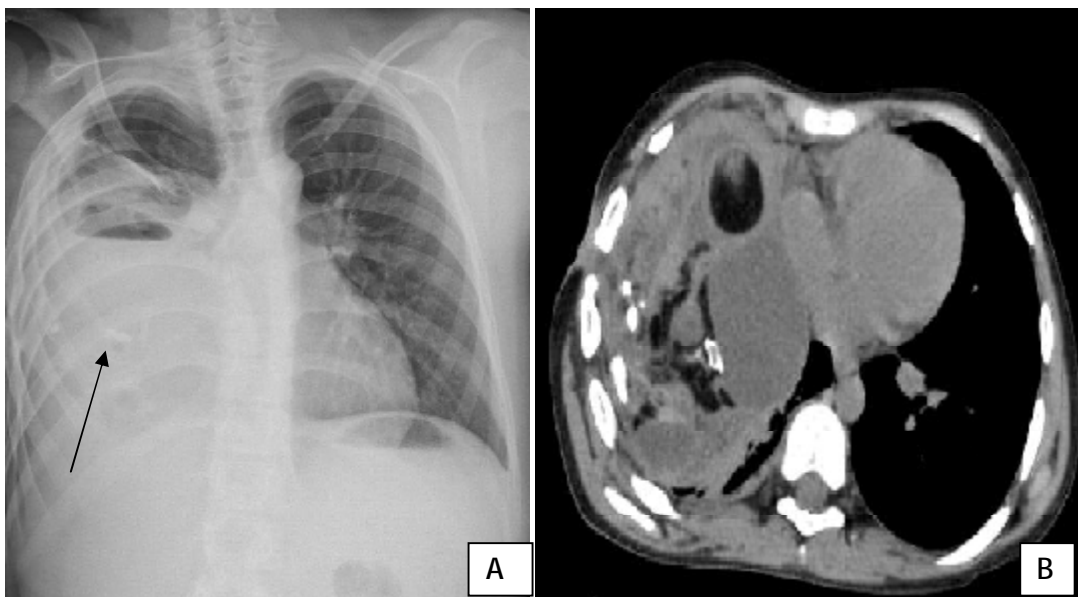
A [69]: Radiographie thoracique de face : Opacité homogène droite avec un niveau de liquide et une calcification (flèche noire).
